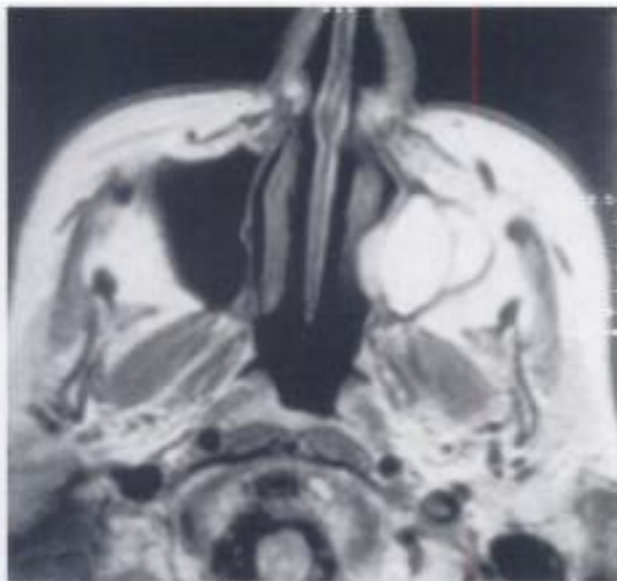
Resonancia magnética con seno maxilar ocupado por hiperplasia mucosa.
